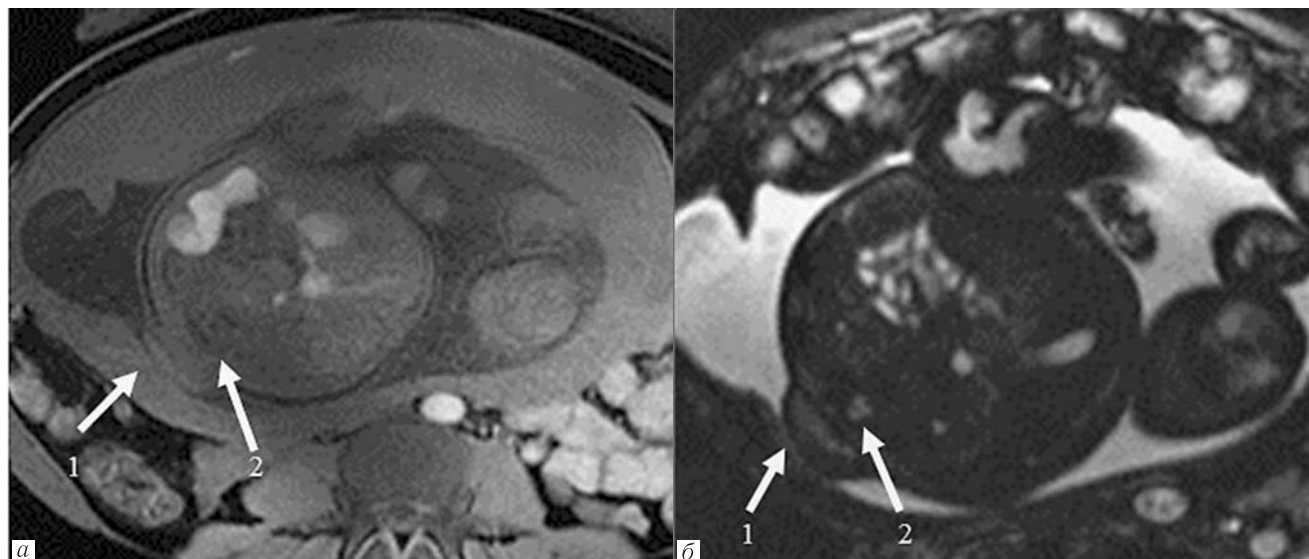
МРТ плода в 35 недель: *а* — T1-ВИ образование изоинтенсивной структуры, располагается поверхностно под кожей; *б* — FIESTA. Связи образования с позвоночным каналом не выявлено: 1 — образование; 2 — позвоночный канал
